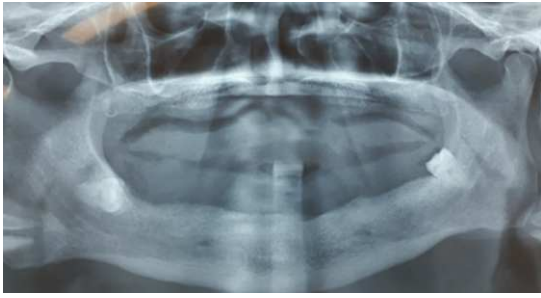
Radiographie panoramique à la consultation
